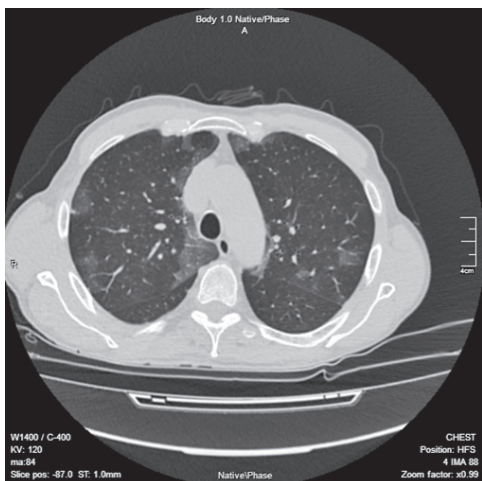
Аксіальний зріз КТ ОГК хворого К. на 64-й день захворювання. Білатерально спостерігаються ділянки «матового скла» та тромбоваскуліту
